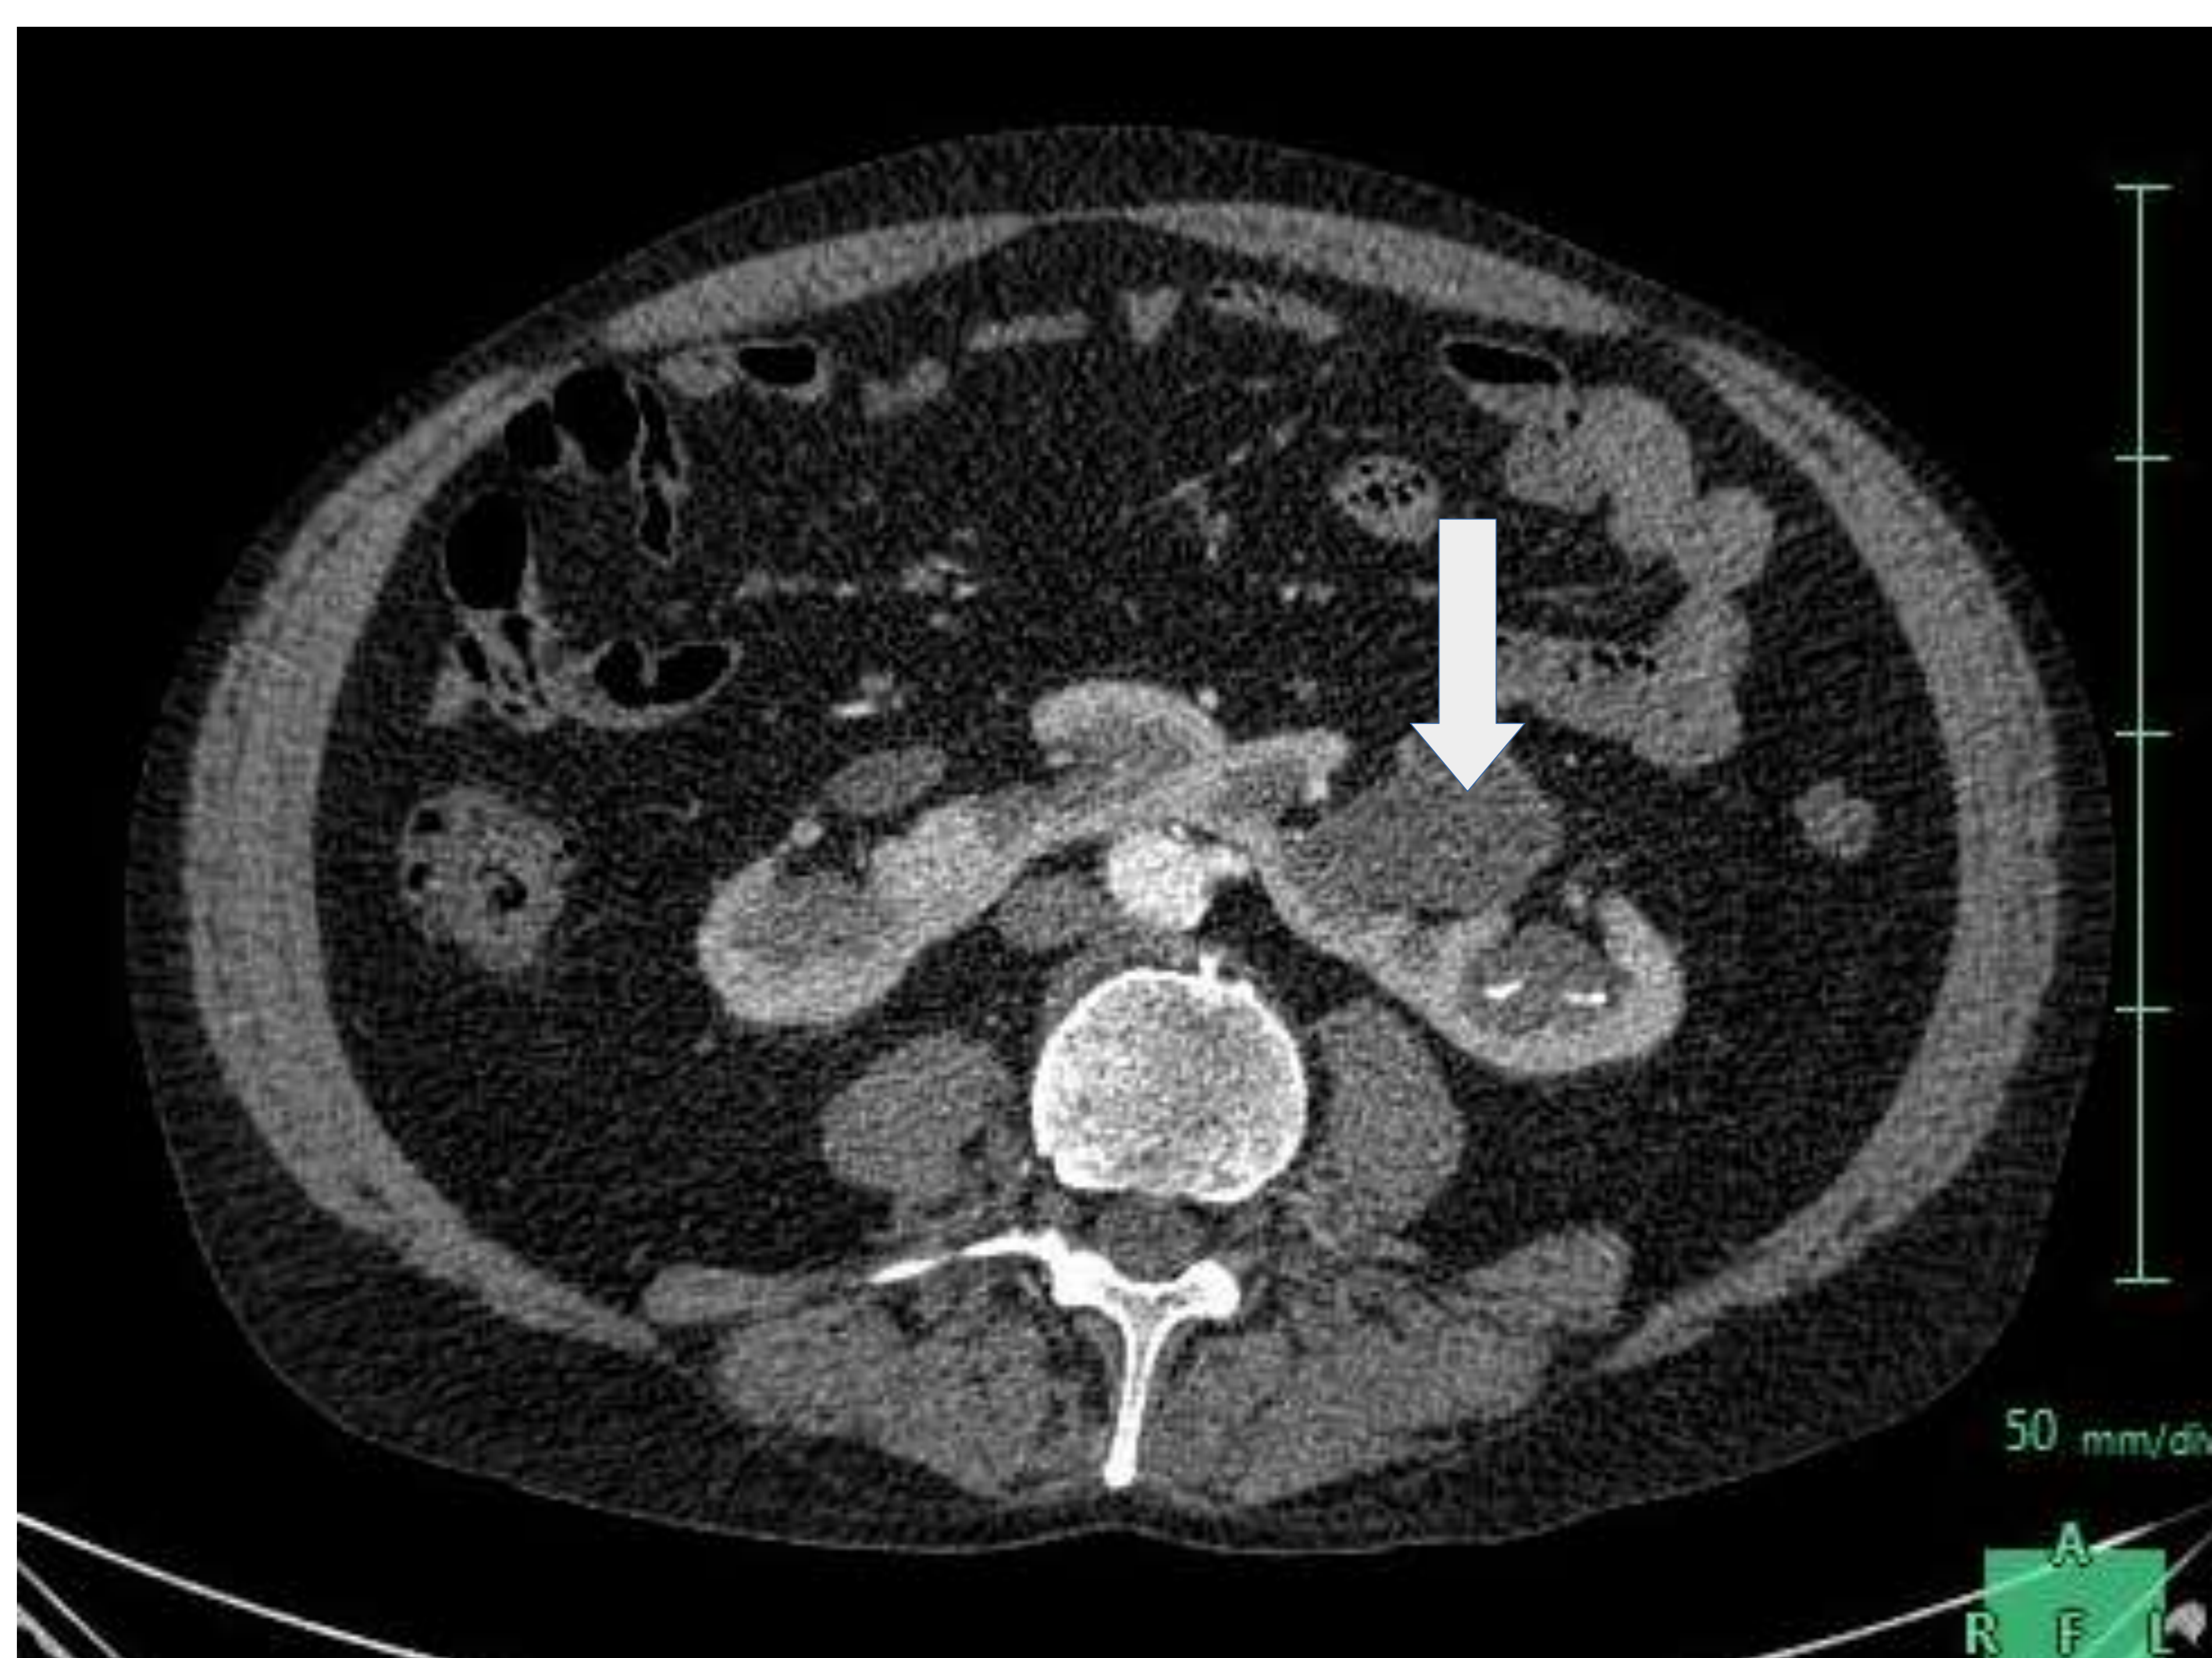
Corte axial de TC. Se observan dos riñones unidos por su polo inferior (flecha) con las pelvis renales orientadas hacia anterior.
